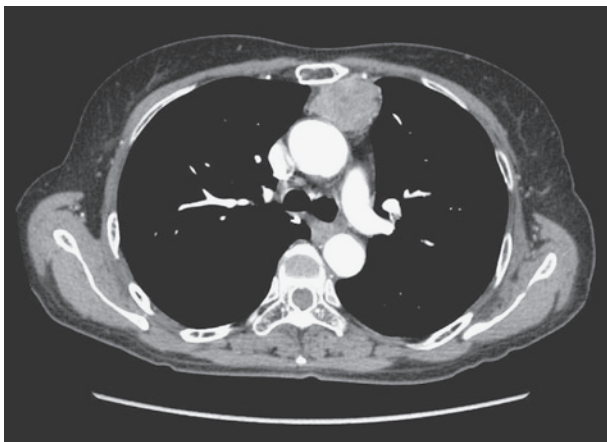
Chest CT scan on admission shows a mass in the anterior mediastinum.
